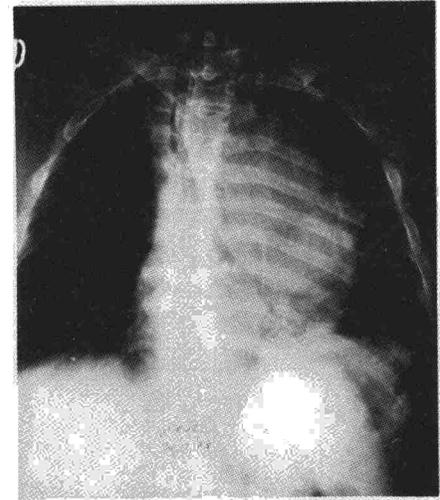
Radiografía AP penetrada. Doble compresión y desplazamiento de tráquea y árbol bronquial izquierdo. Elevación de diafragma. Calcificación paratraqueal izquierda correspondiente a ateroma de corta descendente.
